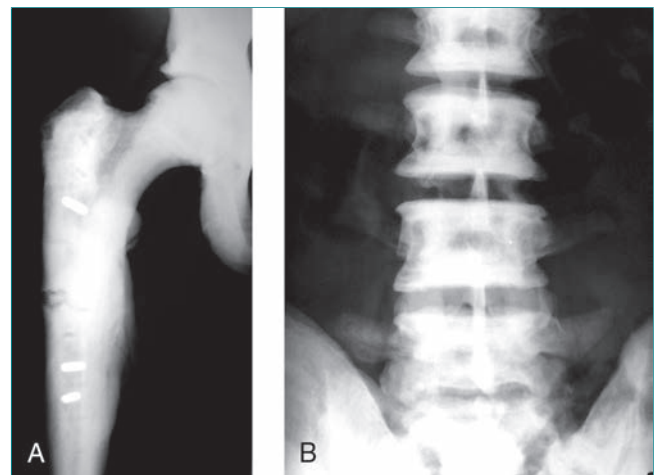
Osteopetrosis. A, Radiografía anteroposterior de la cadera de un paciente con osteopetrosis. Se aprecia la intensa esclerosis de la cavidad medular, que falta por completo en la región periacetabular. B, Radiografía anteroposterior de la columna vertebral de un paciente con osteopetrosis que muestra la densa esclerosis de los platillos superior e inferior de los cuerpos vertebrales.
